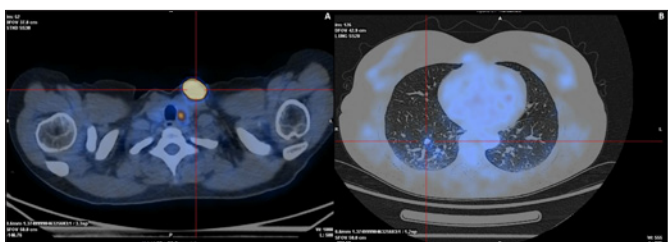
FDG PET/CT showing an area of densification in the left lobectomy site with greatly increased uptake and a nodular formation in the subcutaneous tissues of the left lower cervical region with intense uptake suggestive of metastases (A) and pulmonary nodules with significant avidity, suggestive of pulmonary metastazation (B).
